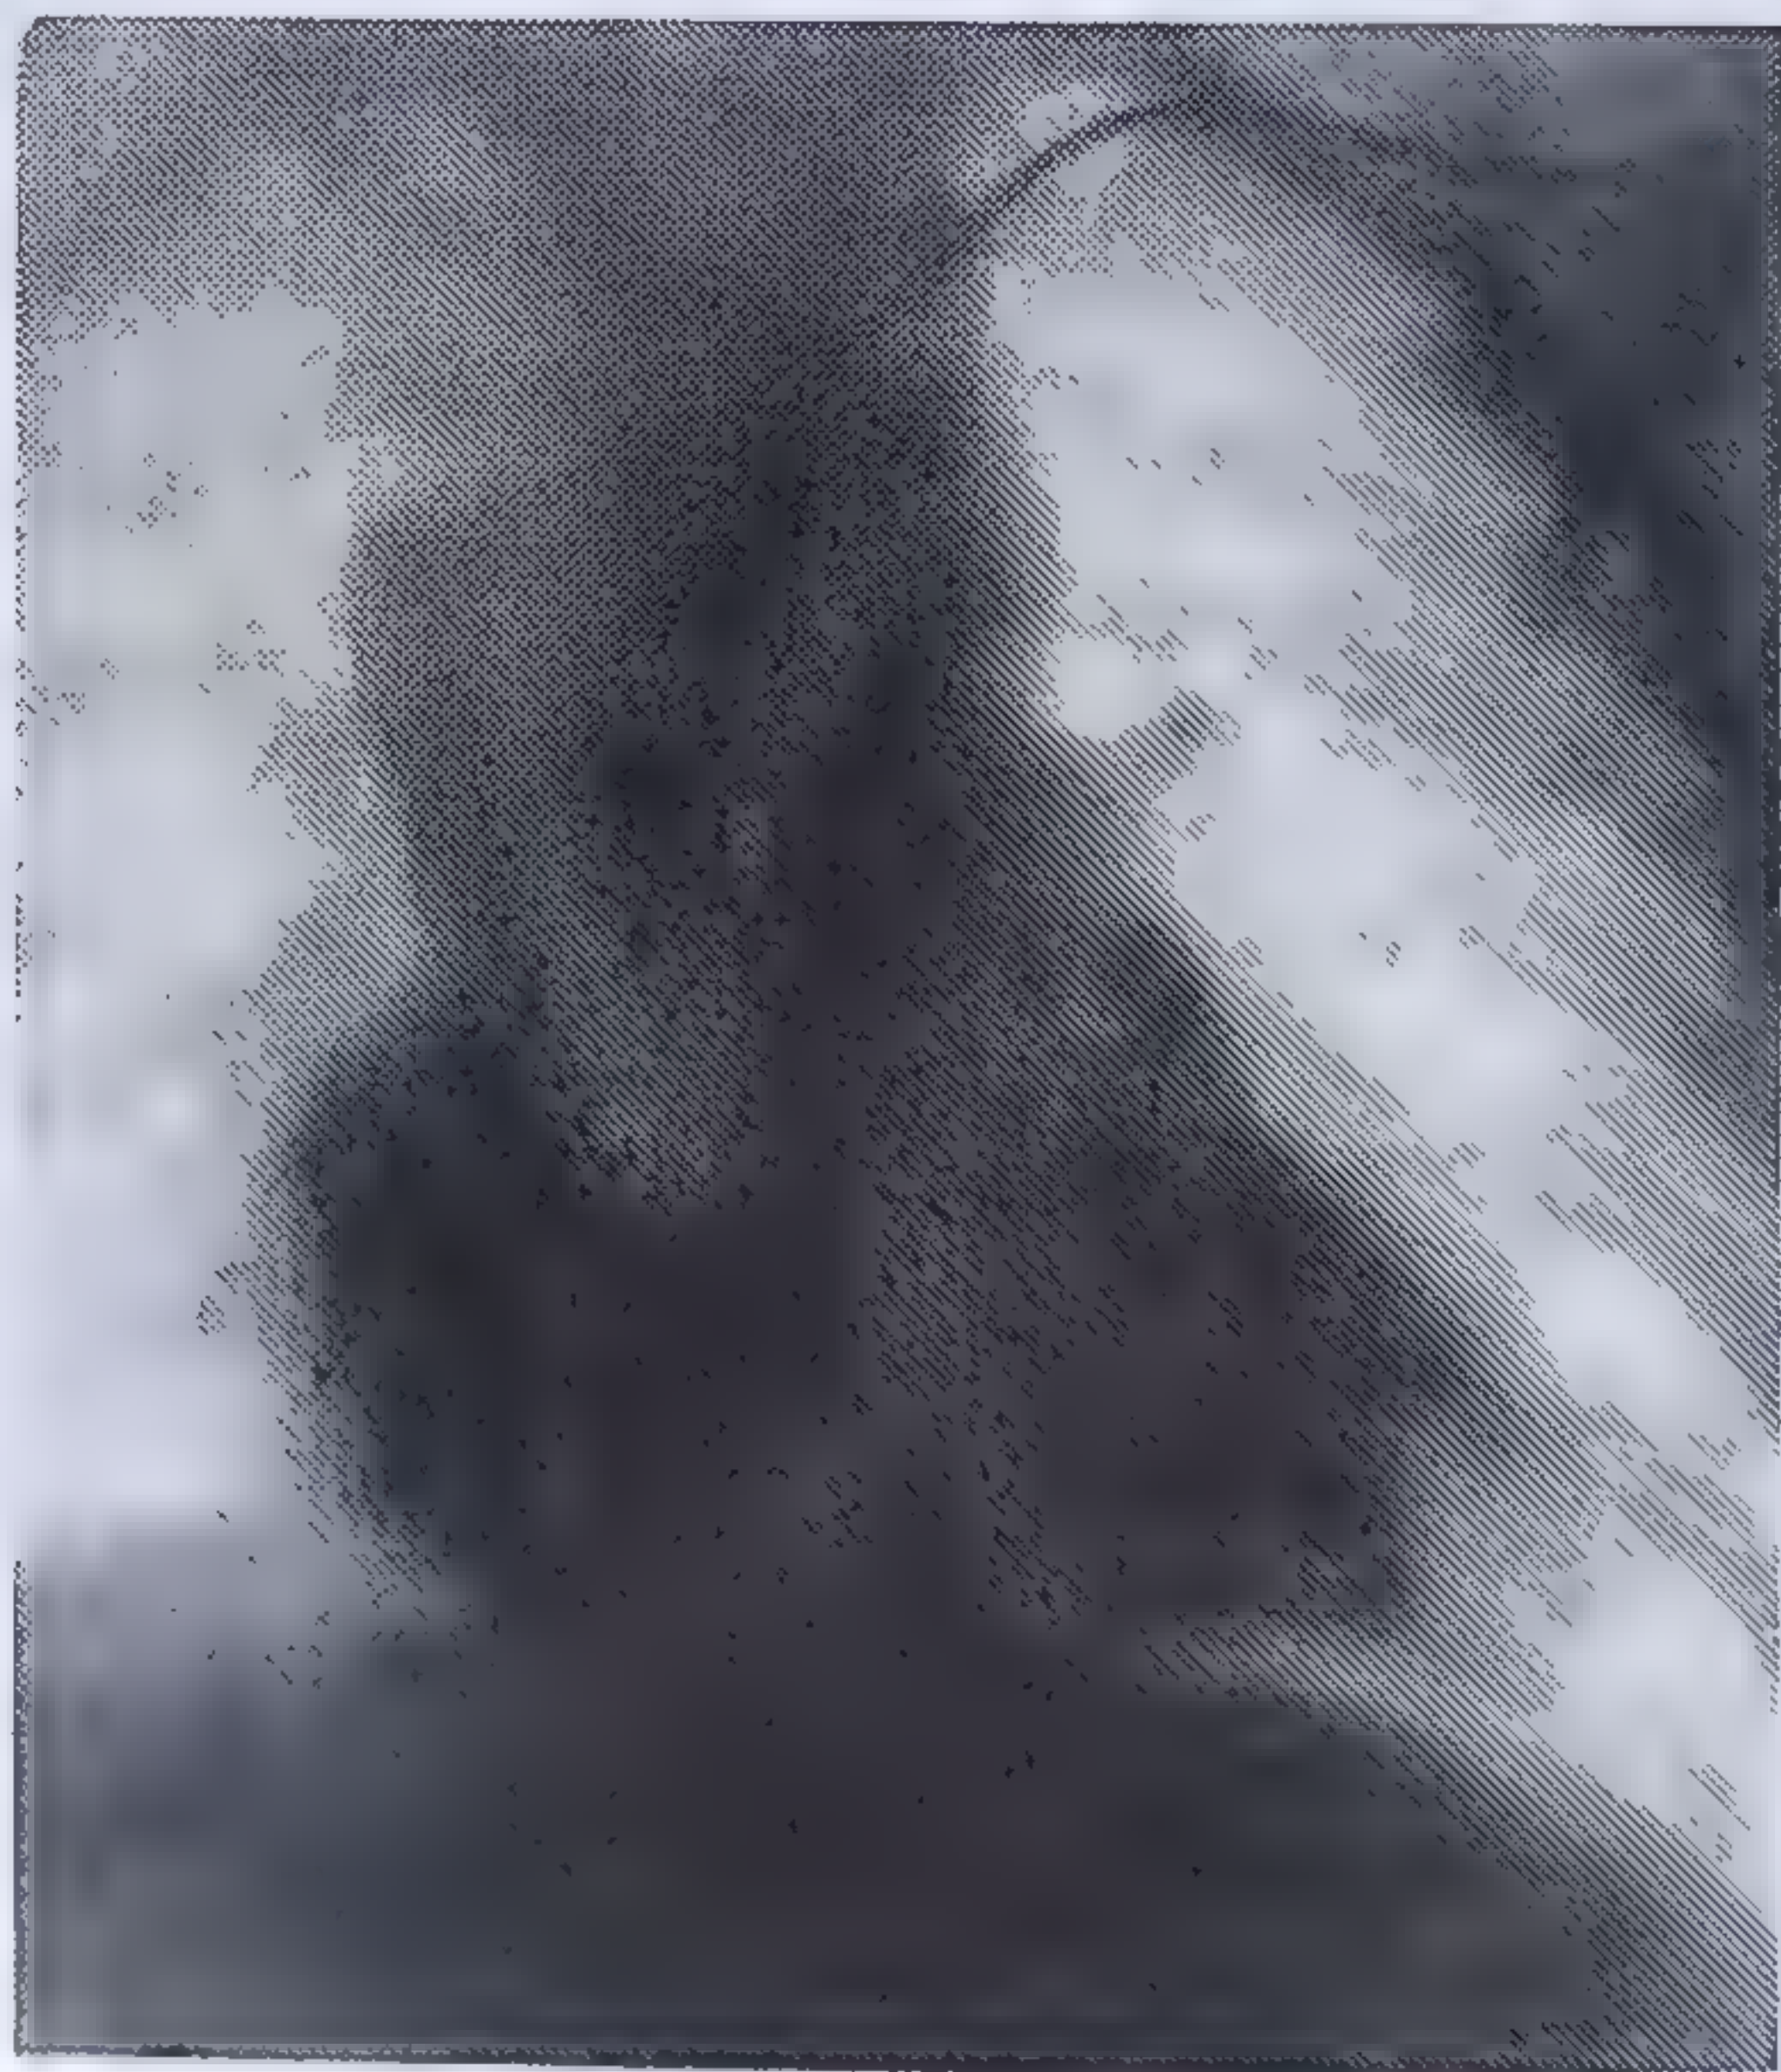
a și b. — Angiocardiografie într-un caz de complex Eisenmenger. Radiografiile de față și de profil, executate în secundă a 3-a de la începerea injecției cu substanța de contrast, prin cateter introdus printr-o venă de la plica cotului stîng și fixat în vena cavă superioară. Se văd opacificate cava superioară, cavitățile drepte ale inimii și concomitent artera pulmonară de calibru normal și cu ramurile ei lobare și segmentare bine irigate. Aorta în întregime, crosa și descendentă se umplu prin defect septal interventricular (colecția dr. Gh. Gatoschi).
